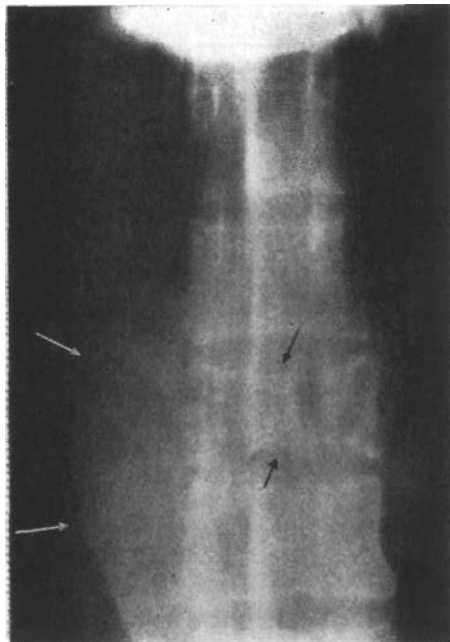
Томография указывает на наличие опухоли позвонка T₃; сбоку видна тень опухоли; простая рентгенография дала нормальные результаты.
